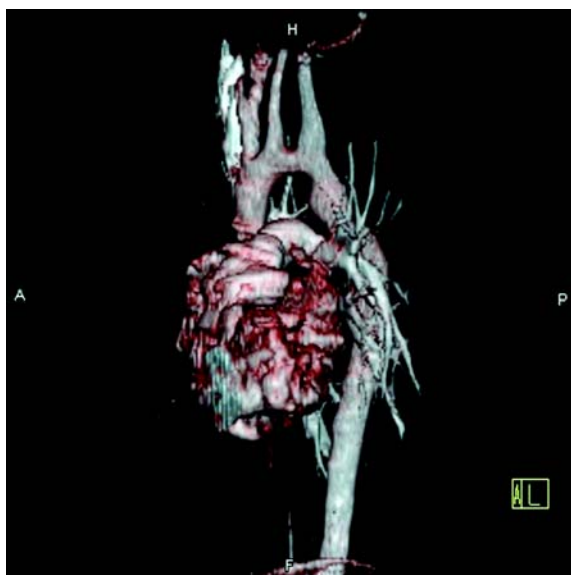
Angiotomografia torácica 18 anos após a cirurgia do paciente operado aos 13 anos de idade. Perfeito crescimento da região coartectomizada, sem qualquer sinal de re-coarctação
